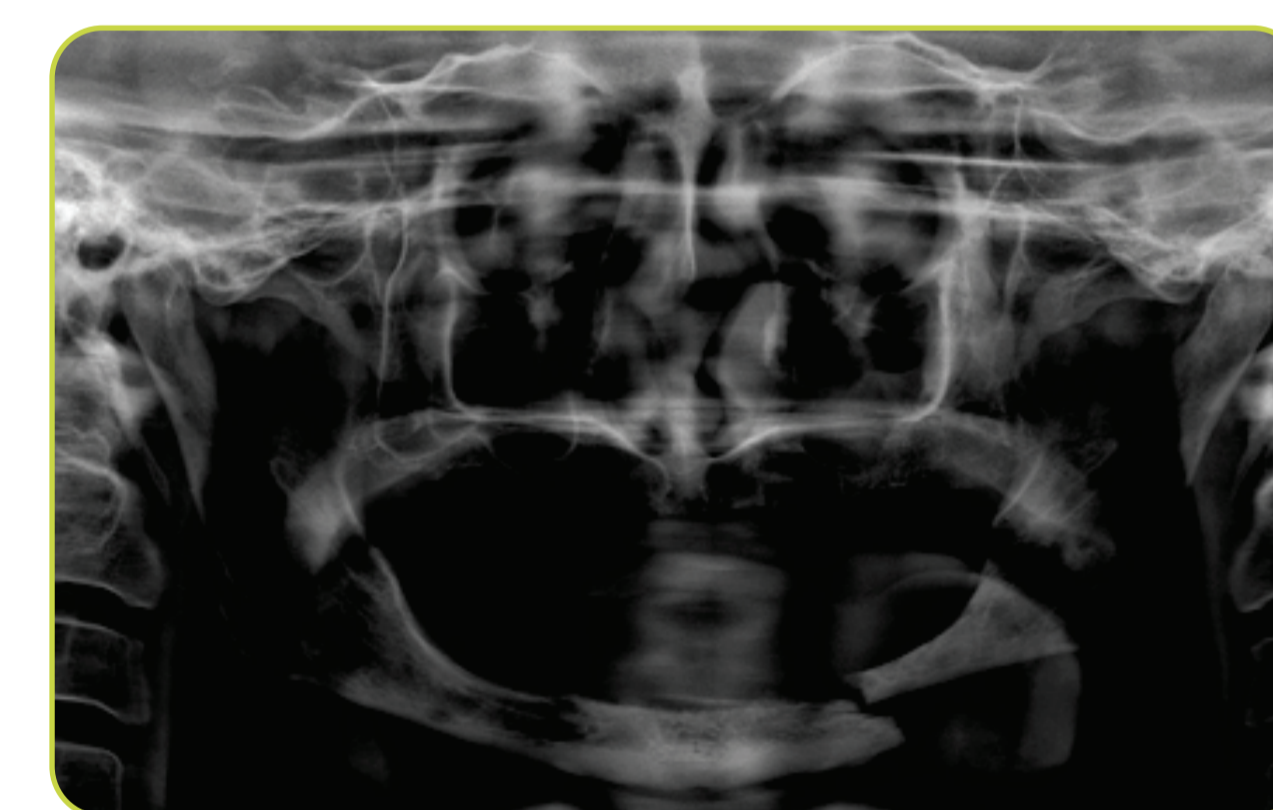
Radiografia panorâmica após o tratamento radioterápico, evidenciando fratura mandibular.
